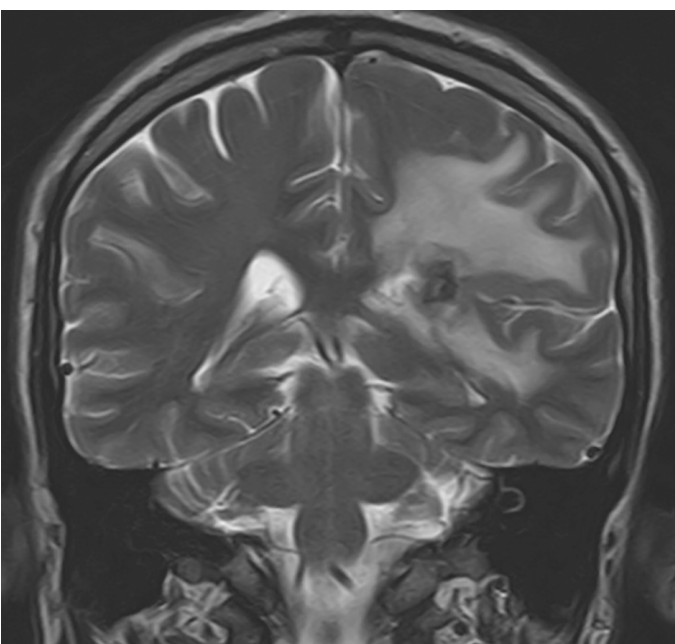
Результаты КТ-исследования головного мозга с контрастным усилением на 14-е сутки после начала антибиотикотерапии
